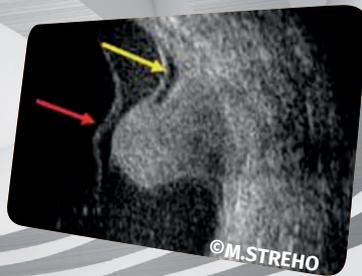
Coupes échographiques d'un nœvus choroidien à la sonde annulaire de 20 MHz. Noter le caractère typique iso-échogène, sans excavation choroidienne associée.
